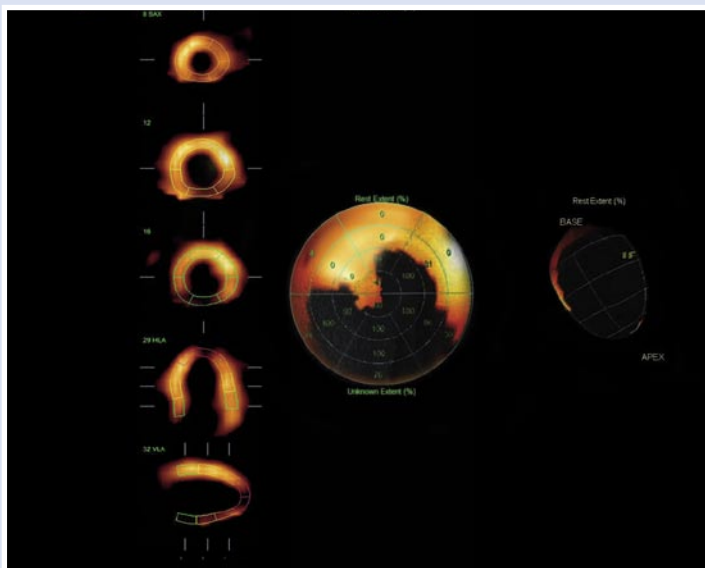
Сцинтиграфия миокарда с ^{99m}Tc-Технетрилом в покое пациента М., 68 лет.
